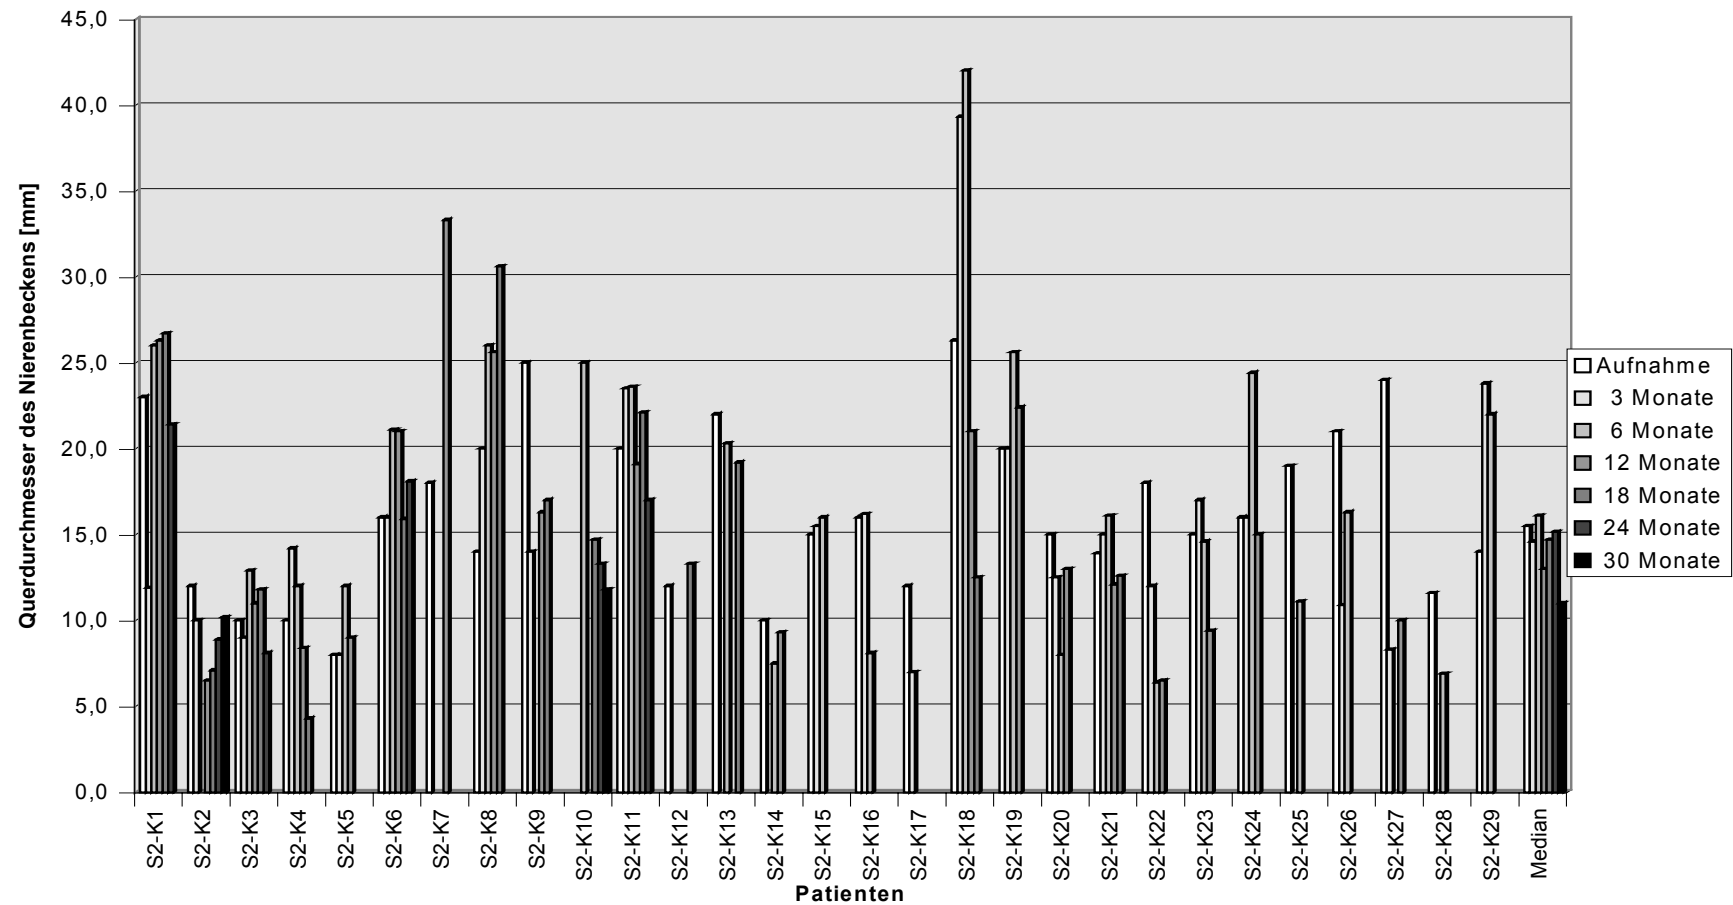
Studiengruppe ohne Obstruktion und mit normaler Funktion – Querdmassmesser des Nierenbeckens in der Sonographie
